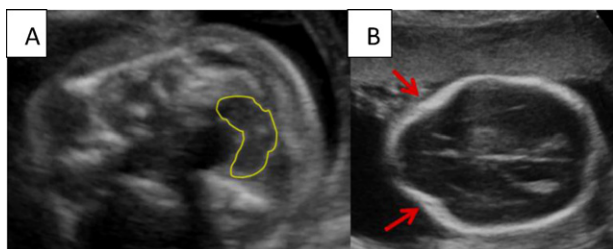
Coupe échographique axiale d'un fœtus de 22SA, passant par l'encéphale : A. petite fosse postérieure « en banane ». B. aspect déformé du crâne décrivant « lemon sign ».
